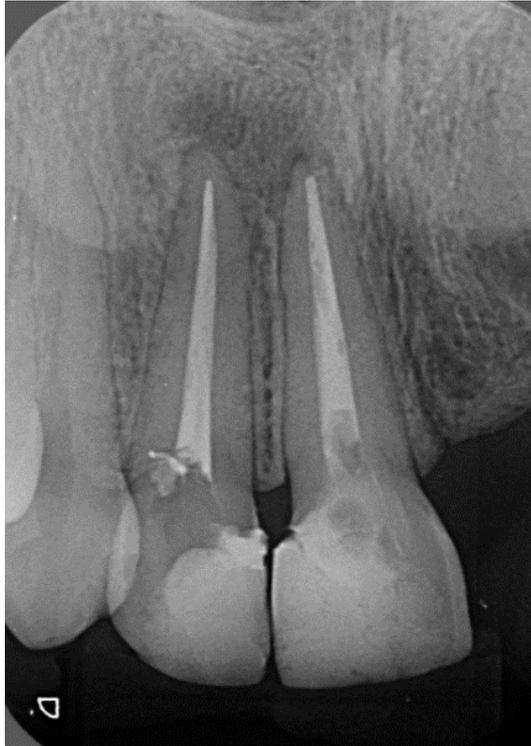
Radiographie de contrôle à six mois [20]
